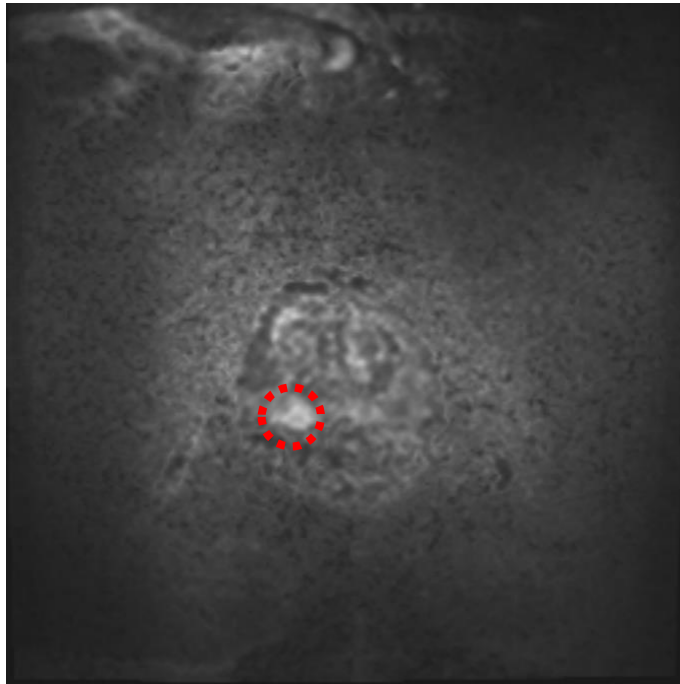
Axiale DWI-Sequenz der Prostata mittels roten Kreises markierter Läsion in der PZ rechts der Prostata
